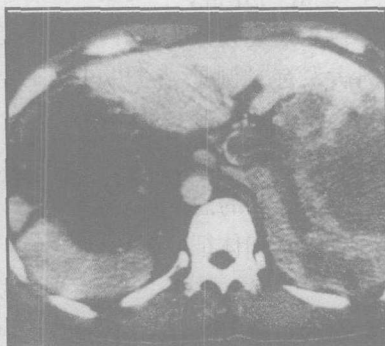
增强 CT 示内脏反位, 肝右叶低密度占位, 门静脉主干内造影剂呈新月形, 腔内低密度占位
